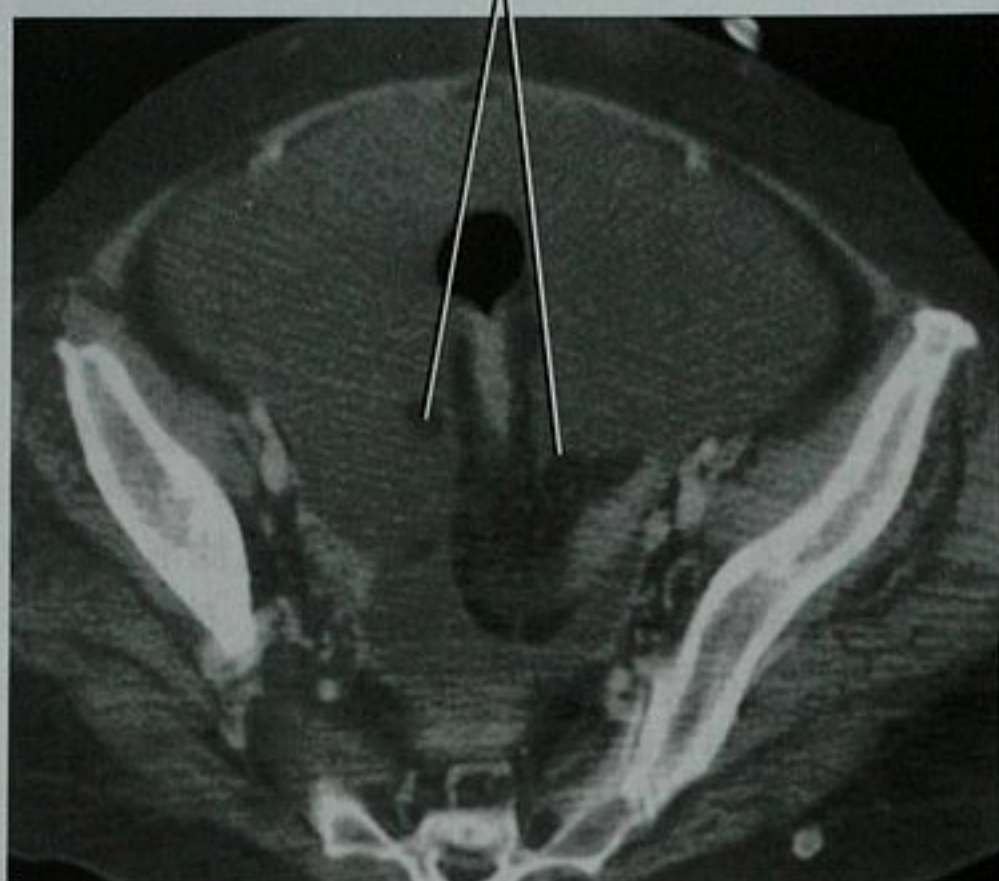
盆腔增强 CT 横断面,大量腹水显示出正常的网膜附属物
